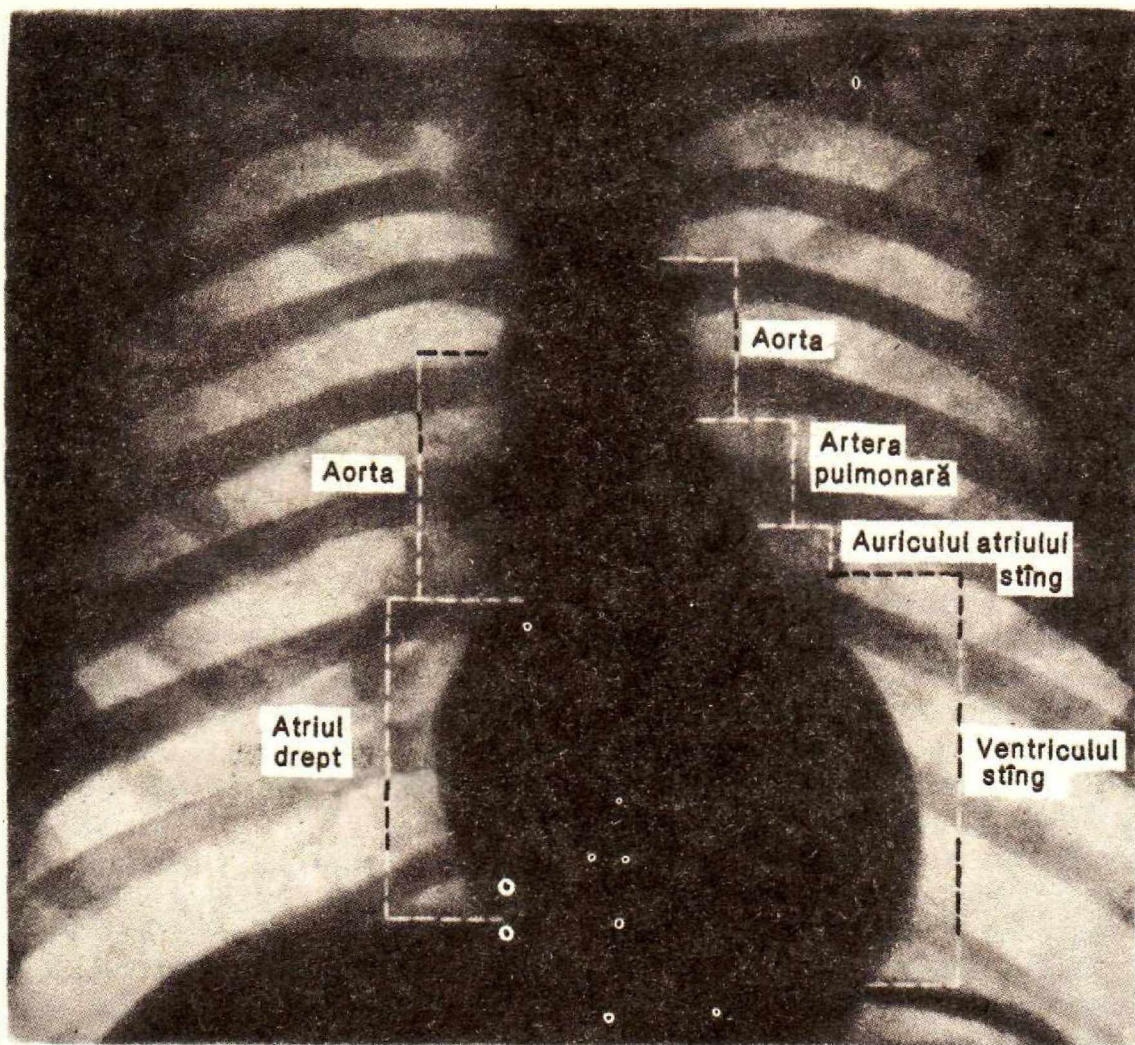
Radiografia cordului și vaselor de calibru mare din cavitatea toracică cu indicarea arcurilor ce alcătuiesc contururile cordului și vaselor.
